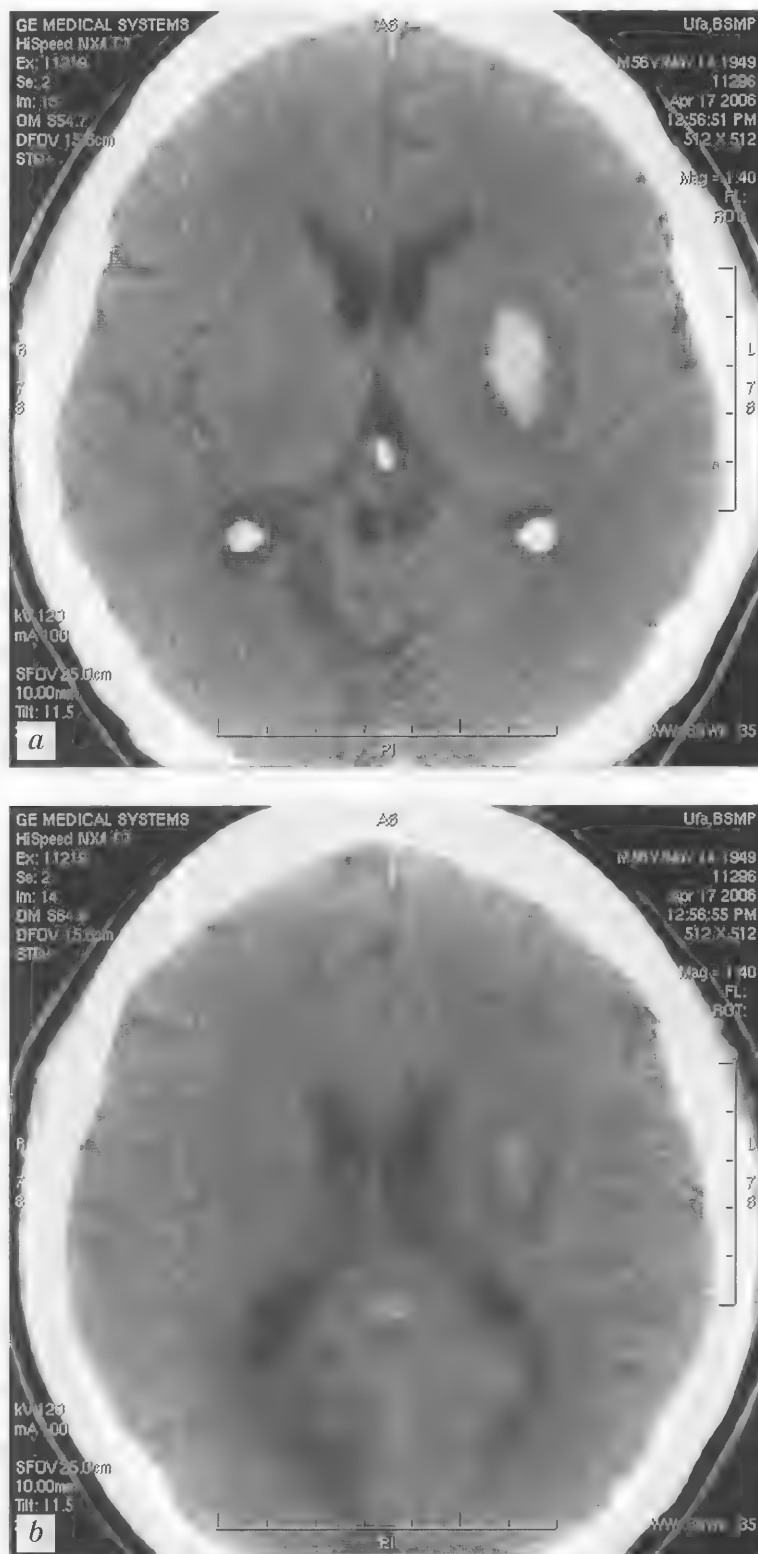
Больной К., 56 лет. Повторное ОНМК. Гипертензивное кровоизлияние с формированием латеральной внутримозговой гематомы в проекции бледного шара левого полушария мозга. Постишемическая киста в правой затылочной доле с викарной деформацией заднего рога правого бокового желудочка. КТ — *a, b*
